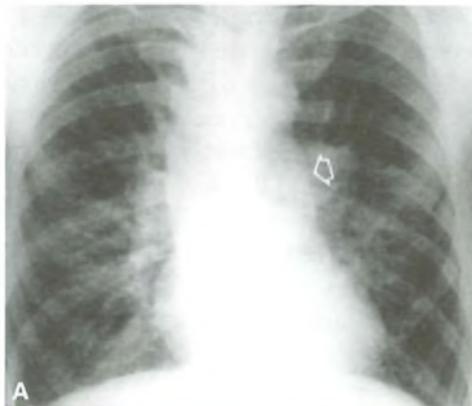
Cuore polmonare cronico: radiografia in proiezione frontale (A) e in proiezione OAS (B) in una fibrosi polmonare diffusa con enfisema. La freccia bianca in A indica la dilatazione del tronco dell'arteria polmonare. Le frecce nere in B indicano l'ingrandimento del ventricolo destro (da: Juliani G. *Radiologia medica*, V ed. Torino: Edizioni Minerva Medica).
